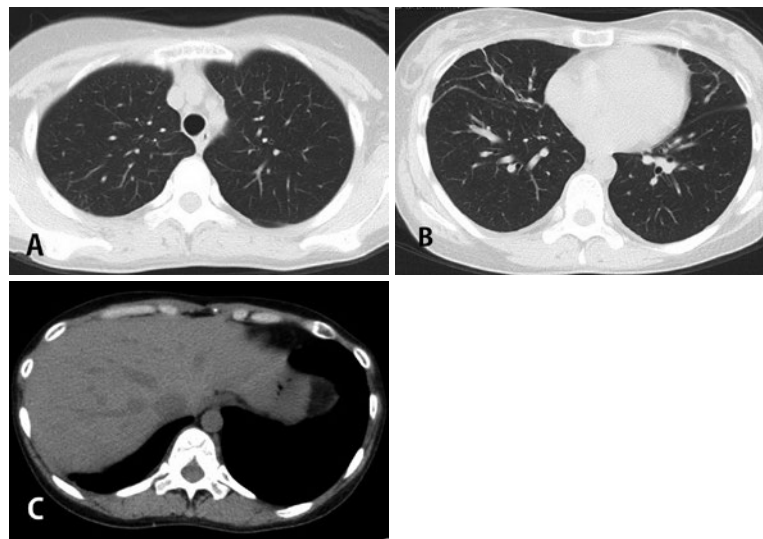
治療後胸部単純CT画像。(A)両肺上葉の粒状影は消失している。(B)右肺中葉の気管支壁肥厚および浸潤影は改善傾向である。(C)胸膜肥厚および被包化胸水の改善を認める。
